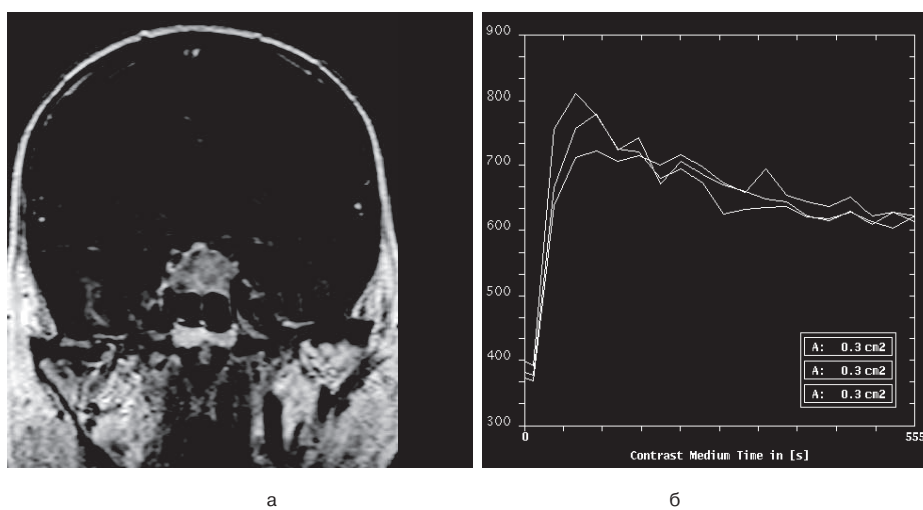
Результаты динамической контрастной МРТ у больного с макроаденомой гипофиза: а – постконтрастное T1 ВИ во фронтальной проекции, б – кривая накопления и выведения контрастного вещества (III тип кривой).
